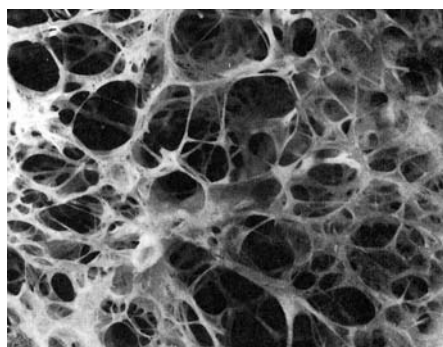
Las imágenes superiores muestran la menor densidad de tejido existente en el pulmón enfisematoso. Los cortes de TC de alta resolución permiten cuantificar la densidad de tejido en unidades Hounsfield para detectar la presencia de enfisema.
